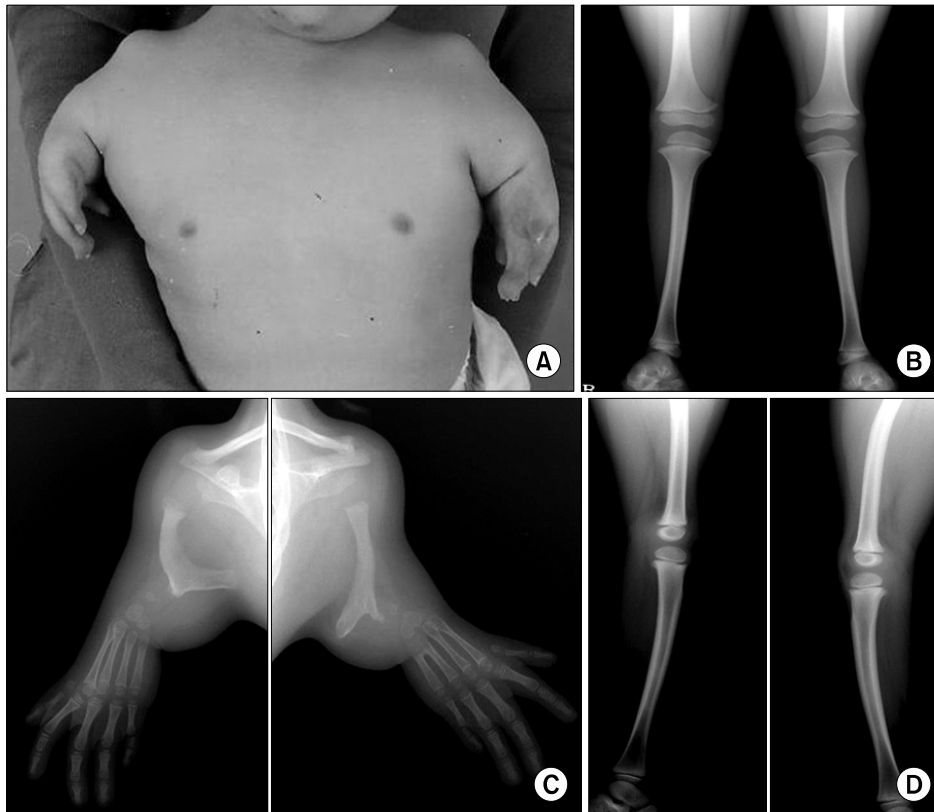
Bilateral phocomelia. (Case 7) Radiographs shows abnormal shoulder joint, single arm bone with medial exostosis and hand with 5-digits. (C) Bilateral fibular hemimelia was accompanied. (B & D) Note symmetric deformities of the both upper extremity and lower extremity. This case can be classified as type C by Tytherleigh-Strong and Hooper and proximal ulnar longitudinal dysplasia by Goldfarb et al.
